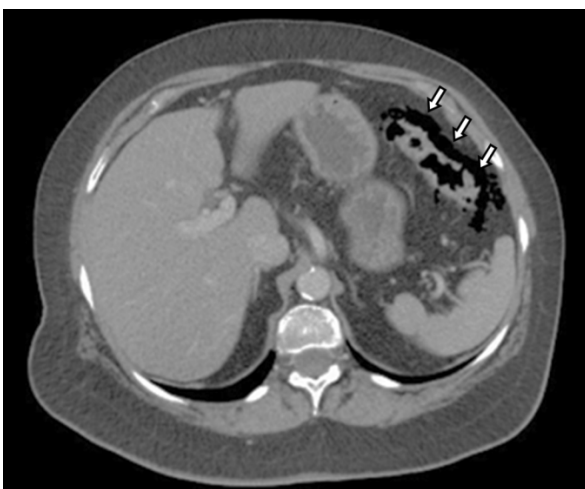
TC de abdomen con contraste: gas externo a la luz, adyacente al ángulo esplénico del colon (flechas) en su borde anti-mesentérico, que corresponde a neumoperitoneo.
